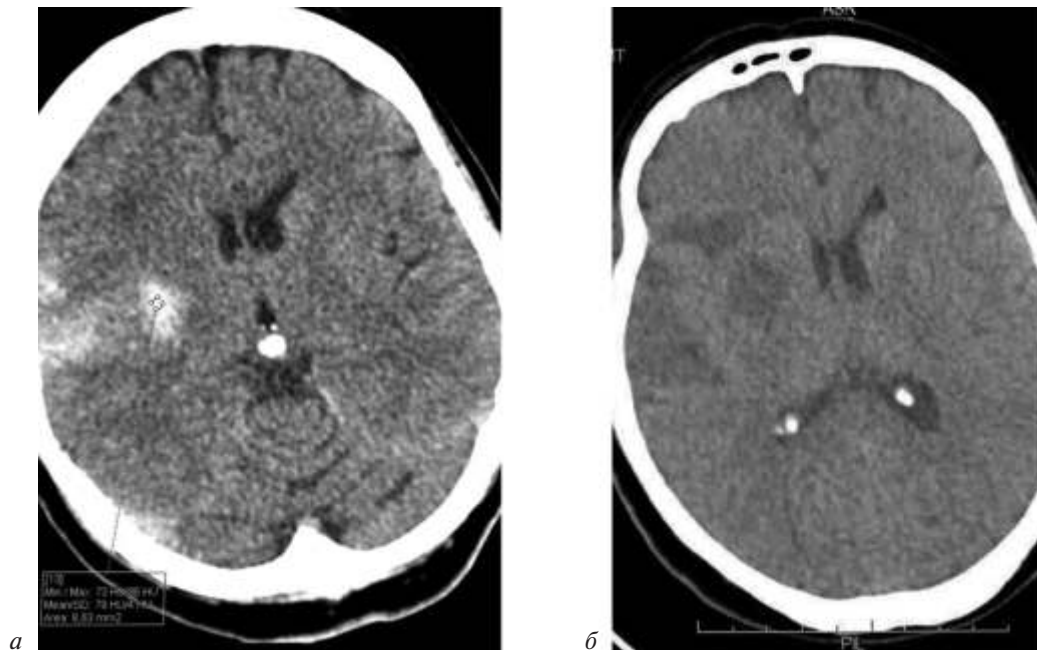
Контрольная КТ после БАП и МТ:
